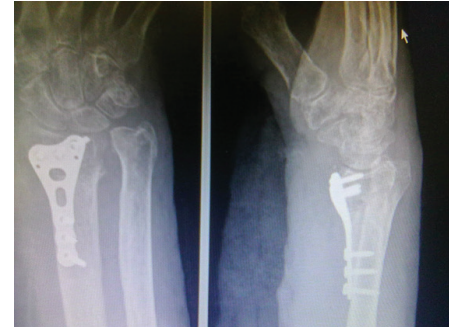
Рентгенограммы пациента П., 74 лет после выполненного оперативного лечения
